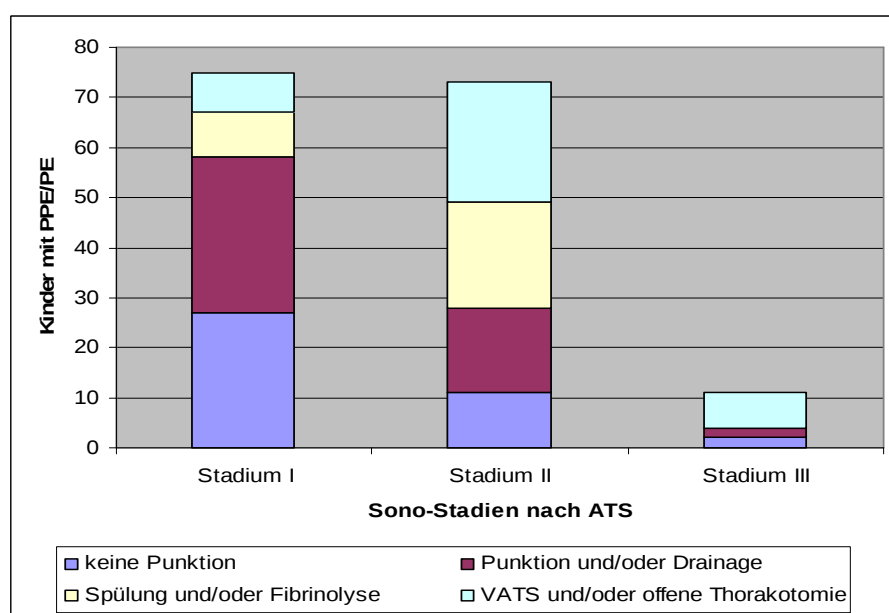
Sonographie Stadien nach ATS und Behandlung der Ergüsse/Empyeme bei 159 Kindern mit PPE/PE
